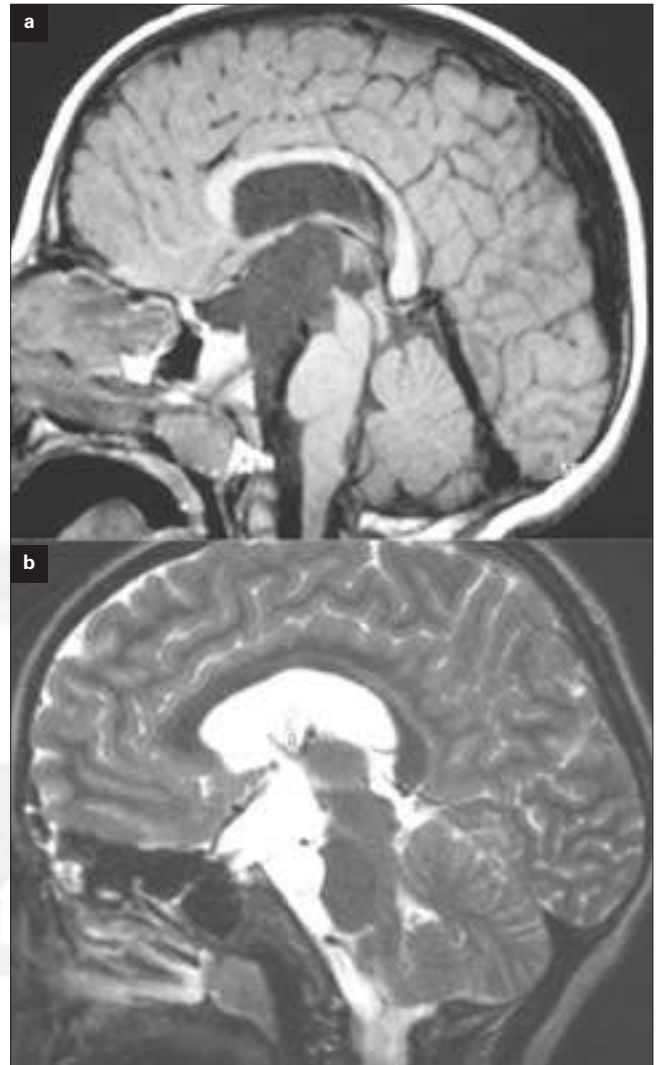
RM antes (a) y después (b) del tratamiento de un paciente con quiste supraselar, al que se le realizó tratamiento endoscópico.
